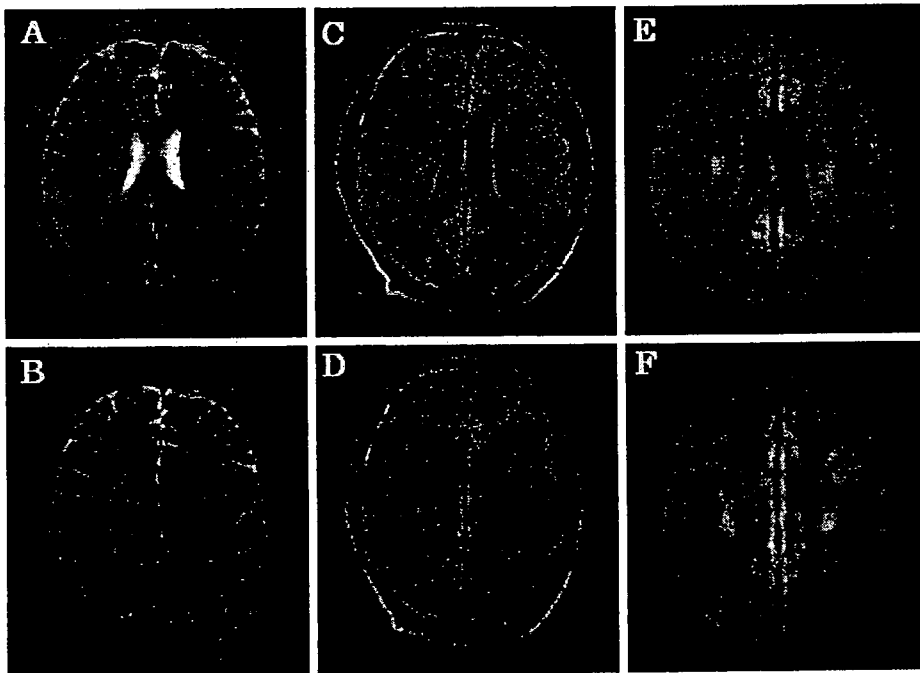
Initial MRI findings. T2 weighted images (TR = 5,000 ms, TE = 106 ms) and fluid attenuated inversion recovery (FLAIR) (TR = 9,000 ms, TE = 88 ms) showed no abnormalities (A-D). But, diffusion-weighted images (DWI) show large areas of restricted diffusion in bilateral centrum semiovale and corona radiata (E, F), although the cortex was not affected and there was no mass effect.
